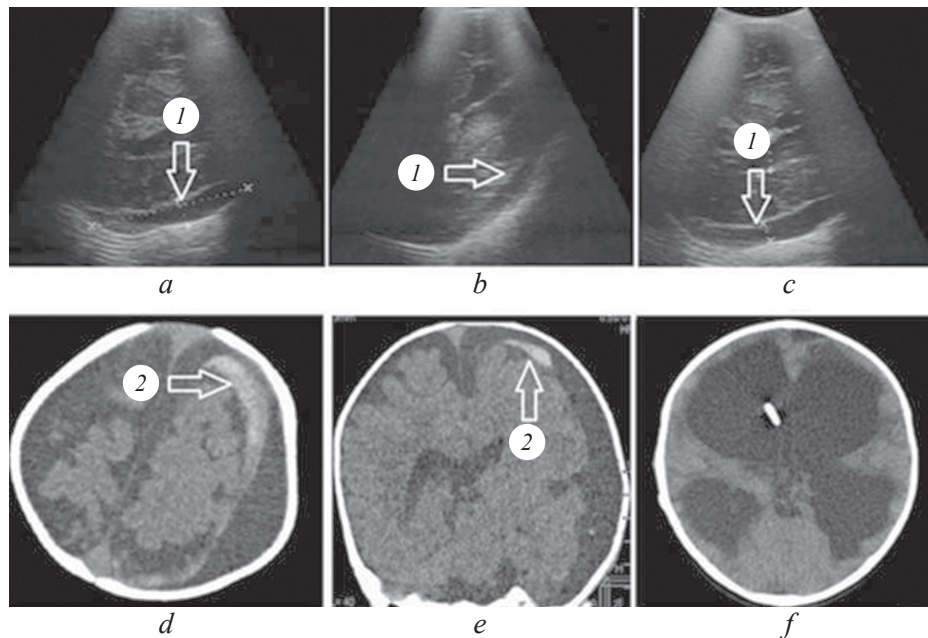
Мальчик А.Р., 7 месяцев. Закрытая черепно-мозговая травма. Ушиб головного мозга средней степени тяжести. Субарахноидальное кровоизлияние. Органическое поражение ЦНС. Сообщающаяся тривентрикулярная гидроцефалия. Субдуральные скопления в лобно-теменно-височных областях с двух сторон: *a* – УС-изображение в режиме S3,5 (доступ через височную кость, H2) через 8 часов после травмы; *b* – УС-изображение в режиме S3,5 (доступ через лобную кость); *c* – УС-изображение в режиме S3,5 (H2) через 72 часа после травмы; *d, e* – КТ головного мозга через 10 часов после травмы; *f* – КТ головного мозга через 16 дней. 1 – субдуральное скопление; 2 – участок кровоизлияния (указано стрелкой)
